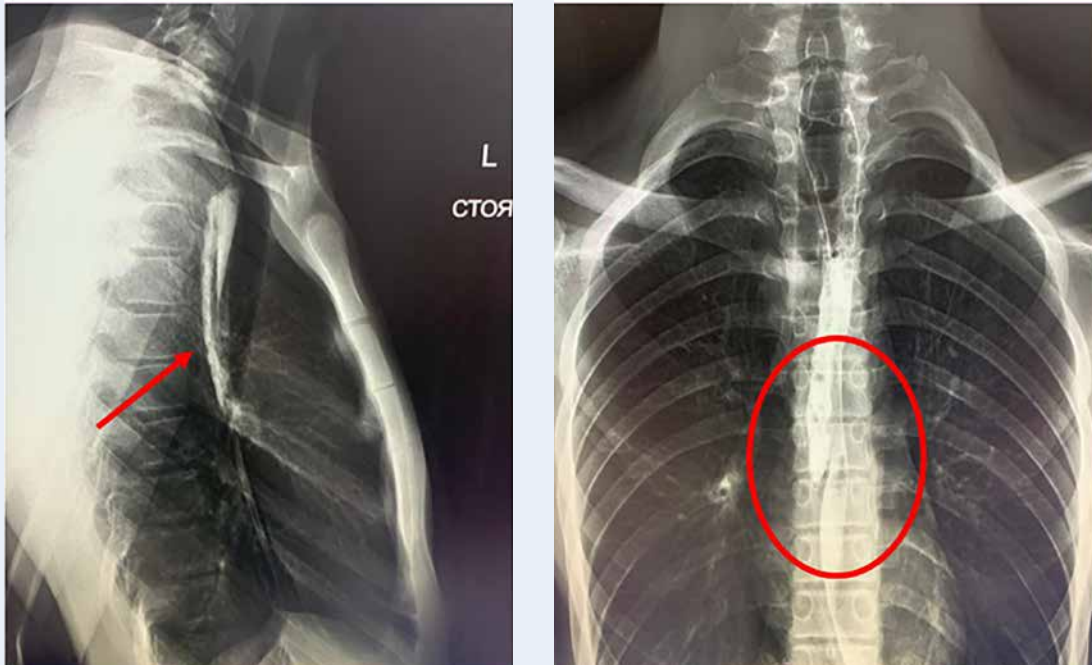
Рентгеноконтрастное исследование пищевода № 1 (отмечен участок расслоения стенки пищевода с затеком контраста в слепой карман)
